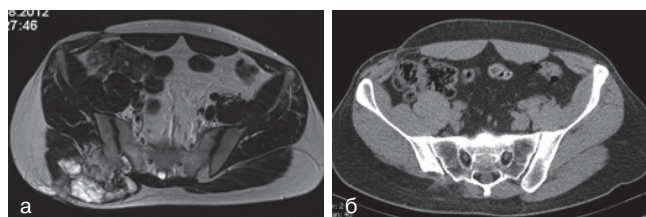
Данные обследований до и после хирургического лечения в 2012 г.: а) магнитно-резонансная томография таза до операции; б) компьютерная томография таза после операции
